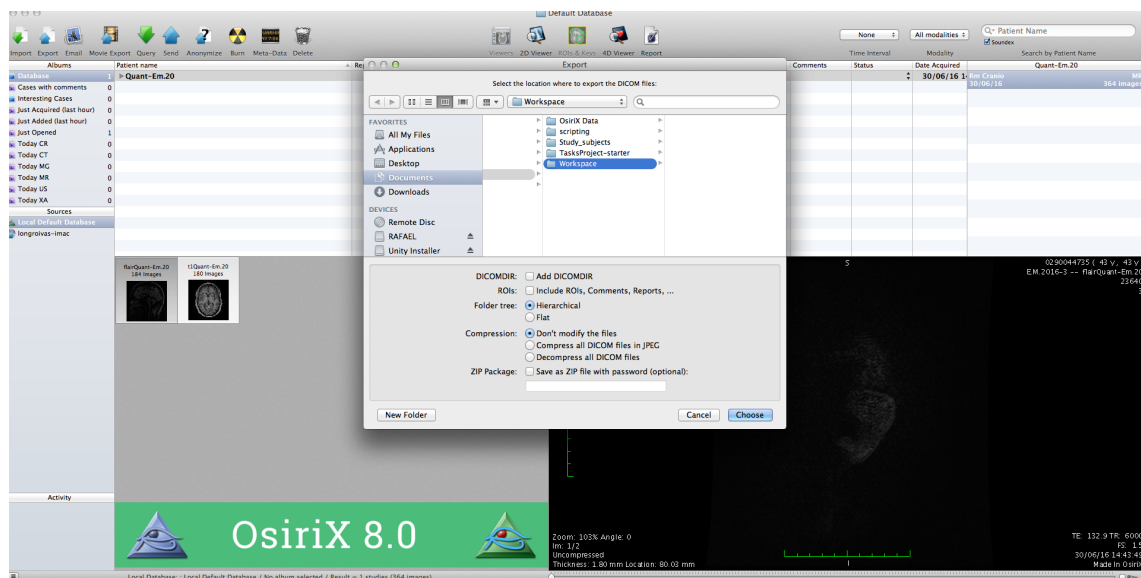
Exportação das imagens DICOM relativas à sequência FLAIR - Seleção da pasta de destino *Workspace*
